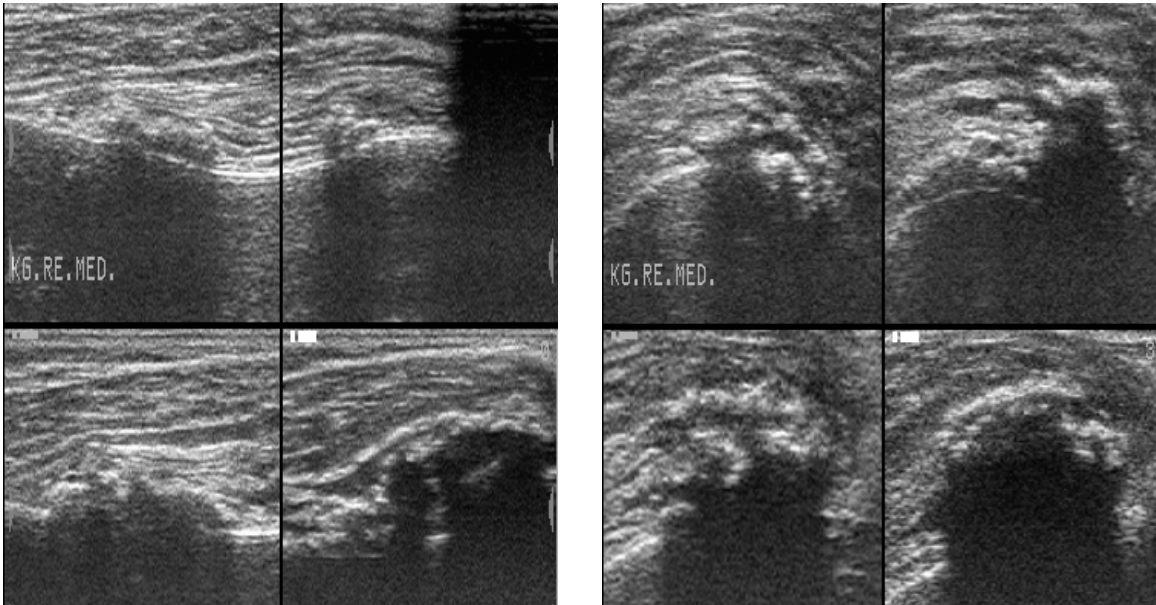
longitudinales (links) und transversales (rechts) Sonogramm des M. vastus medialis rechts des 35jährigen Patienten am 72. Tag nach Subarachnoidalblutung mit Darstellung einer Totalreflexion, entsprechend einer fortgeschrittenen Ossifikation
